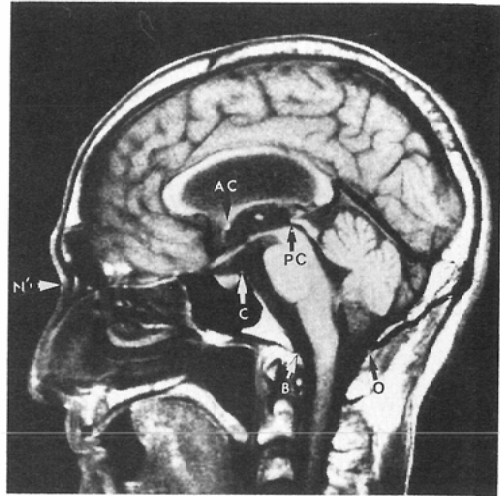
A midsagittal image of head on MRI. 4 reference points, anterior and posterior commissure are identified; N': nasal root; C: clition; B: basion; O: opisthion; AC: anterior commissure; PC: posterior commissure; TR=700msec/TE=15msec; averaging=2; slice thickness=7mm
